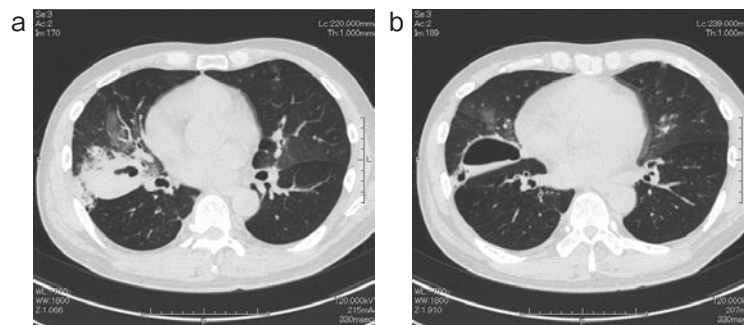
Chest CT findings the day after the third bronchial thermoplasty (BT) session. (a) A fluid-filled cyst was located in the middle lobe of the right lung. Branched airspace was surrounded by fluid in the cyst and ground-glass opacity was evident around the cyst. (b) Airspace occupied the bottom of the cyst.
